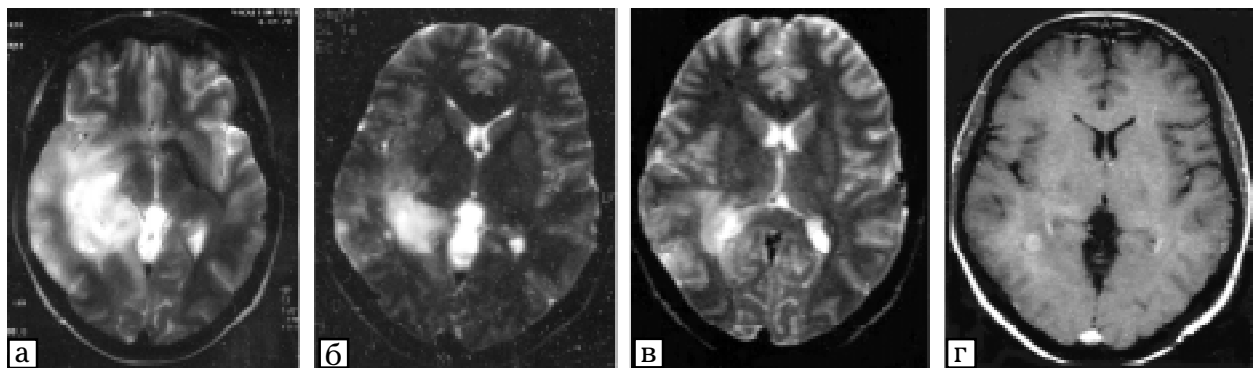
Хвора М., гліобластома лівої скронєво-тім'яної ділянки, стан після хірургічного втручання, кл. гр. II. МРТ-зображення: а — до лікування, б — після комбінованого лікування з ГФПТ, в — через 12 міс. після лікування, г — через 39 міс. після лікування. Виразена позитивна динаміка. Даних відносно рецидиву захворювання немає
